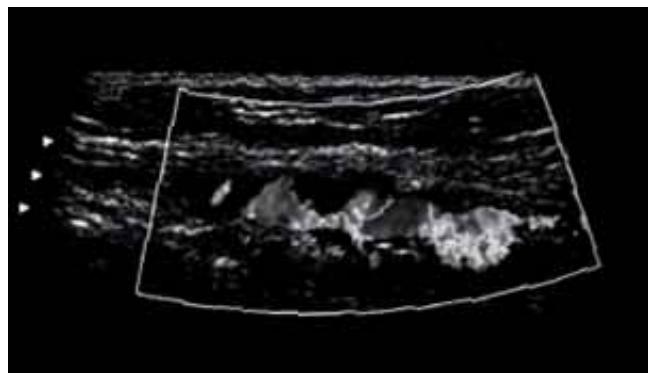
Ultrasonido Doppler del antebrazo izquierdo que muestra las cavernas de sangre.
